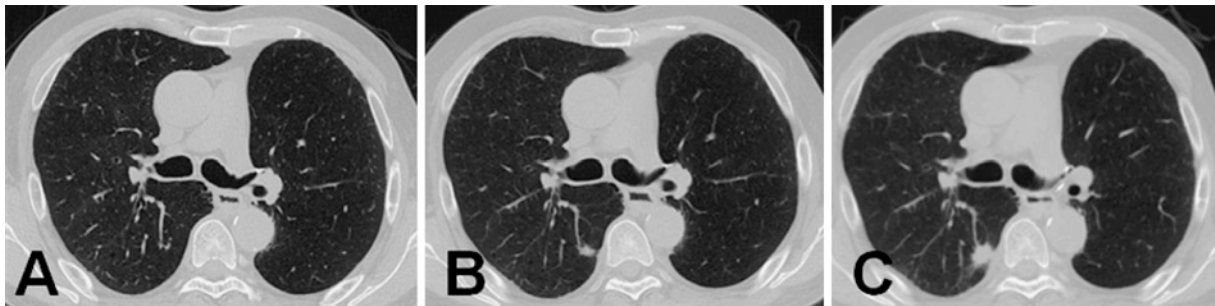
(A) Chest CT did not reveal any abnormal shadow at the right S² before pemetrexed treatment. (B) Chest CT showed a nodular lesion at the right S² after 10 cycles of pemetrexed treatment. (C) A nodular lesion was increased after 22 cycles of pemetrexed treatment.
